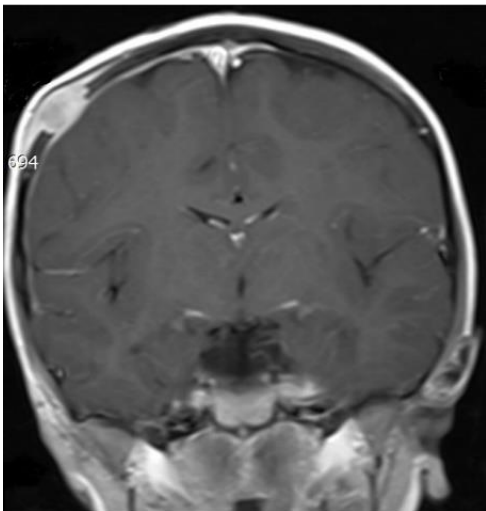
MRI showed an irregular lesion with intra- and extracranial extension that had an intermediate signal intensity and demonstrates marked enhancement. The base of the lesion rested on the dura mater provoking menigeal enhancement.
